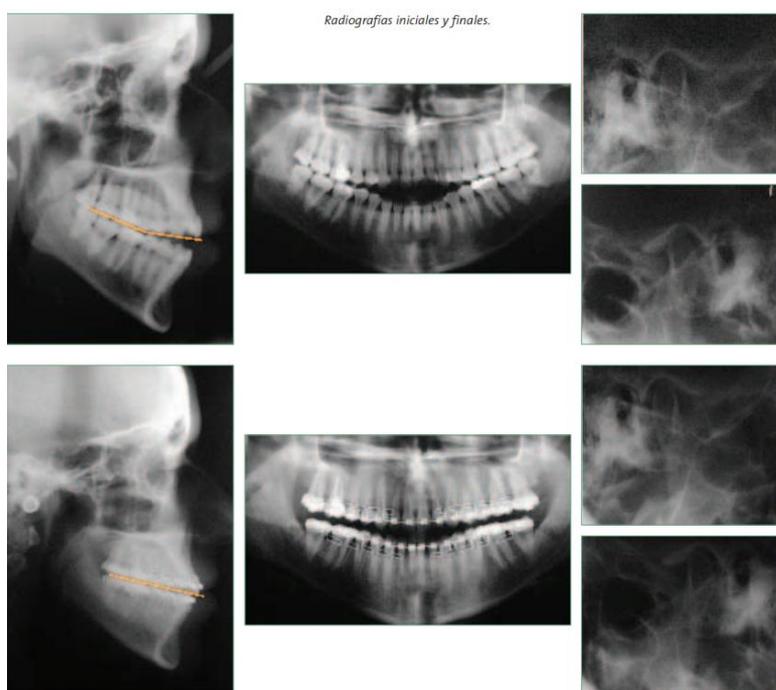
Radiografías iniciales y finales.
